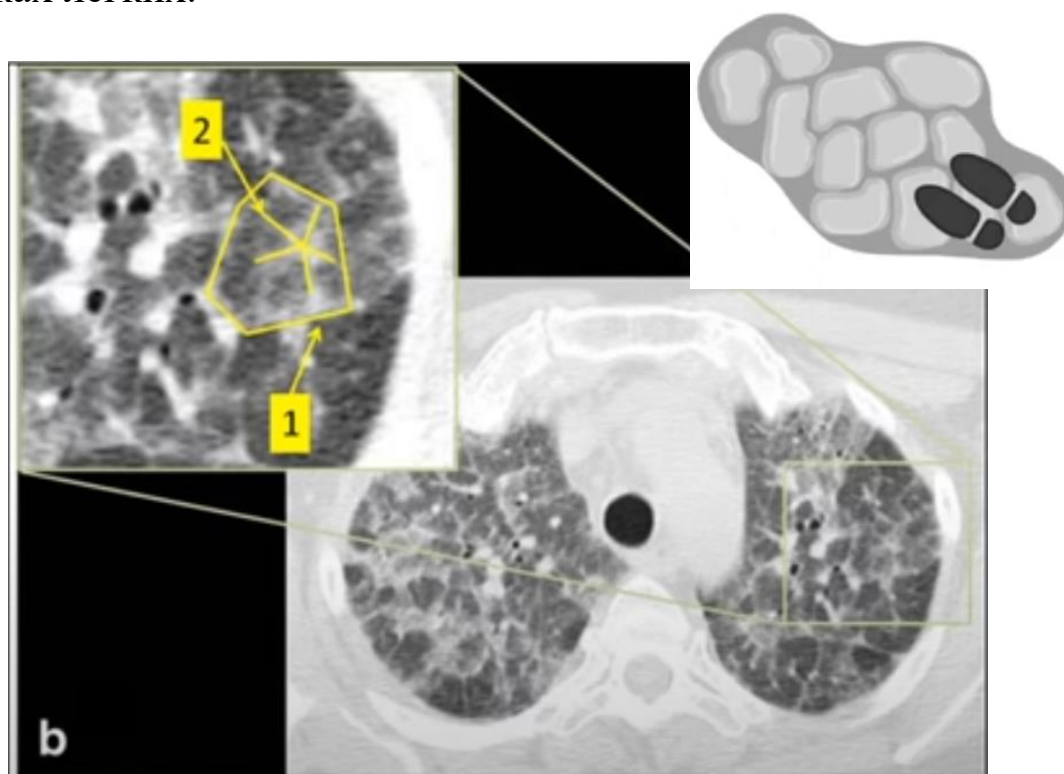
КТ легких. Феномен «булыжной мостовой» («неправильного / сумасшедшего мощения»; англ.: *crazy paving pattern*)
